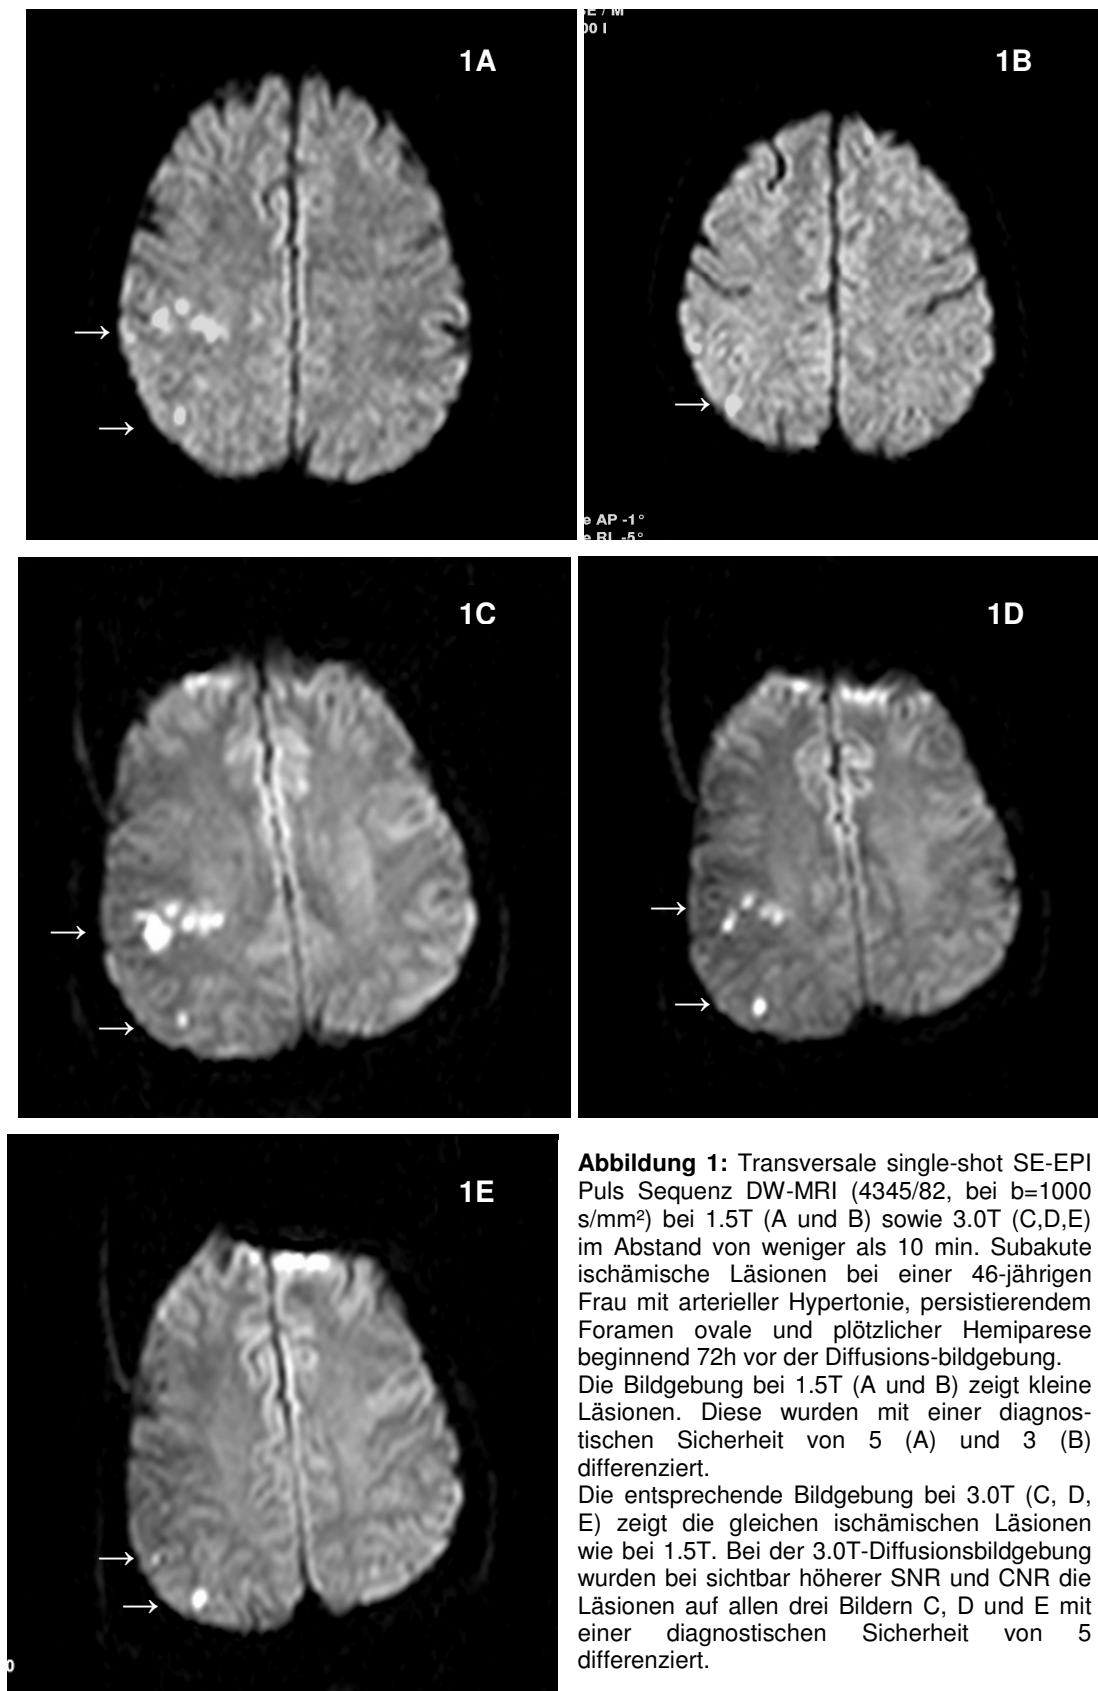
Transversale single-shot SE-EPI Puls Sequenz DW-MRI (4345/82, bei $b=1000$ s/mm²) bei 1.5T (A und B) sowie 3.0T (C,D,E) im Abstand von weniger als 10 min. Subakute ischämische Läsionen bei einer 46-jährigen Frau mit arterieller Hypertonie, persistierendem Foramen ovale und plötzlicher Hemiparese beginnend 72h vor der Diffusions-bildgebung. Die Bildgebung bei 1.5T (A und B) zeigt kleine Läsionen. Diese wurden mit einer diagnostischen Sicherheit von 5 (A) und 3 (B) differenziert. Die entsprechende Bildgebung bei 3.0T (C, D, E) zeigt die gleichen ischämischen Läsionen wie bei 1.5T. Bei der 3.0T-Diffusionsbildgebung wurden bei sichtbar höherer SNR und CNR die Läsionen auf allen drei Bildern C, D und E mit einer diagnostischen Sicherheit von 5 differenziert.
